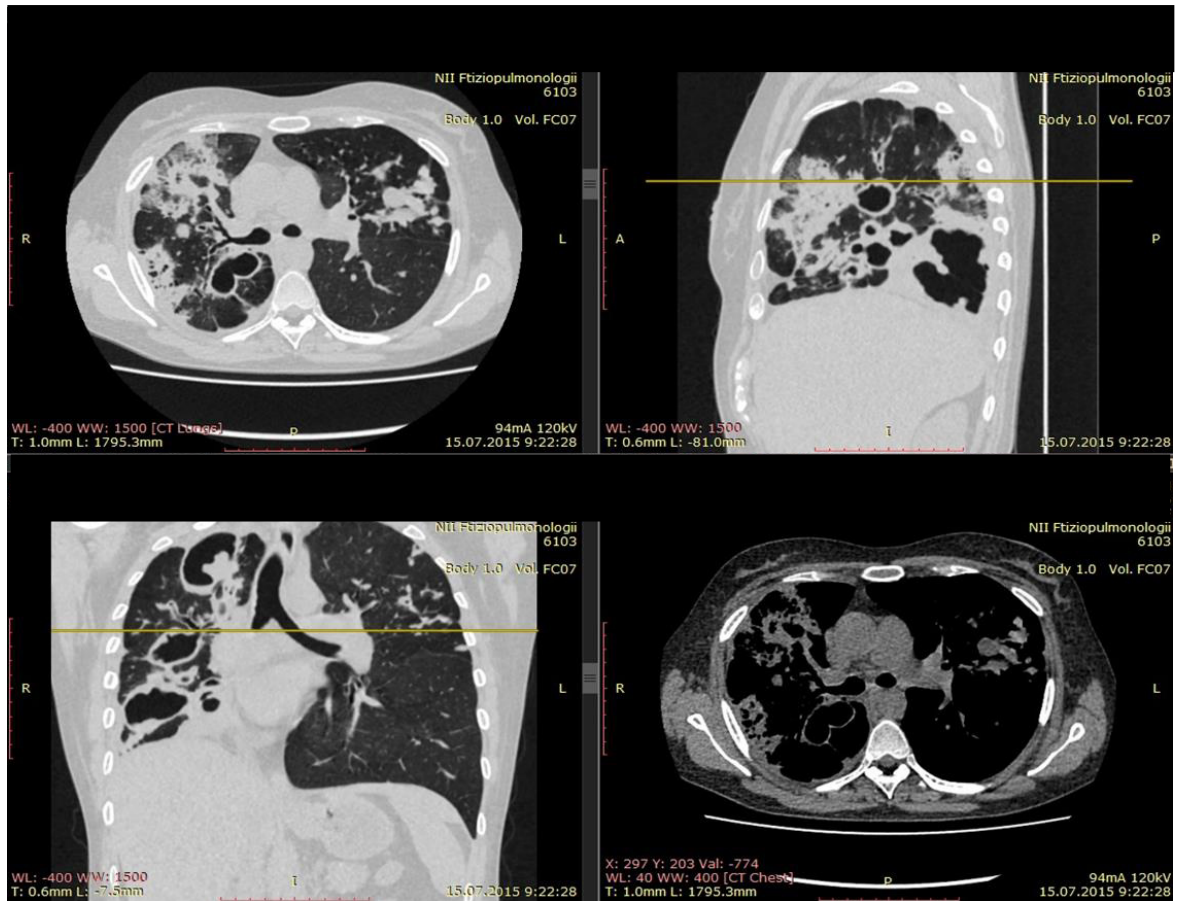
СКТ органов грудной клетки через один месяц
